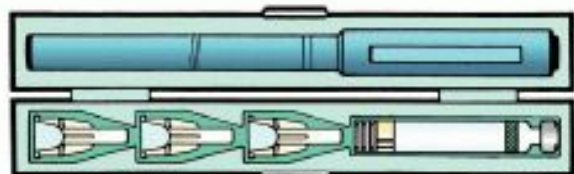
Составные части инфузионной системы
